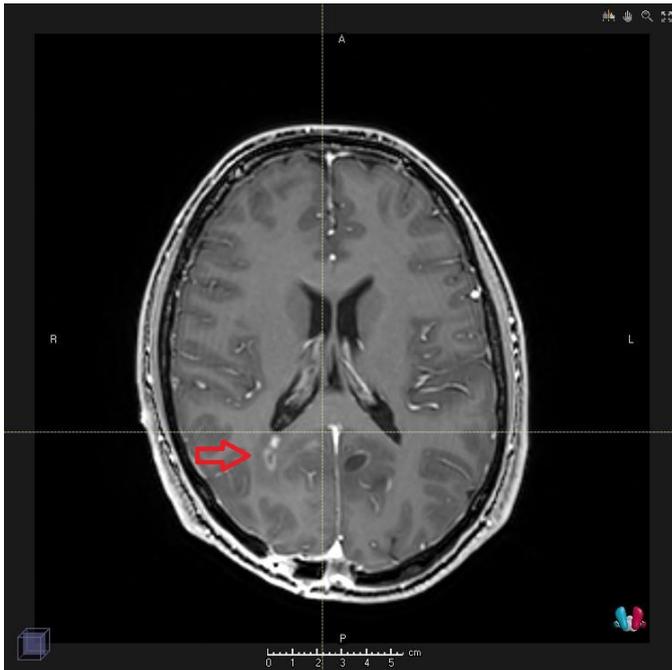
MRT aus Nachsorgeuntersuchung. Der rote Pfeil zeigt auf eine durch Strahlentherapie bedingte Verletzung der Gewebestruktur in der unmittelbaren Nähe zur Gehirnkammer.
